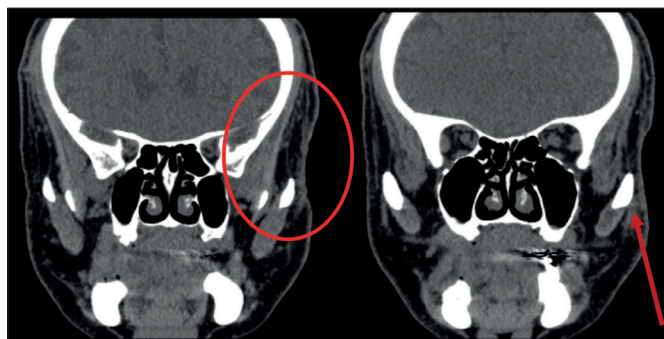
TAC corte coronal: lesión en contacto con hueso cigomático izquierdo.
